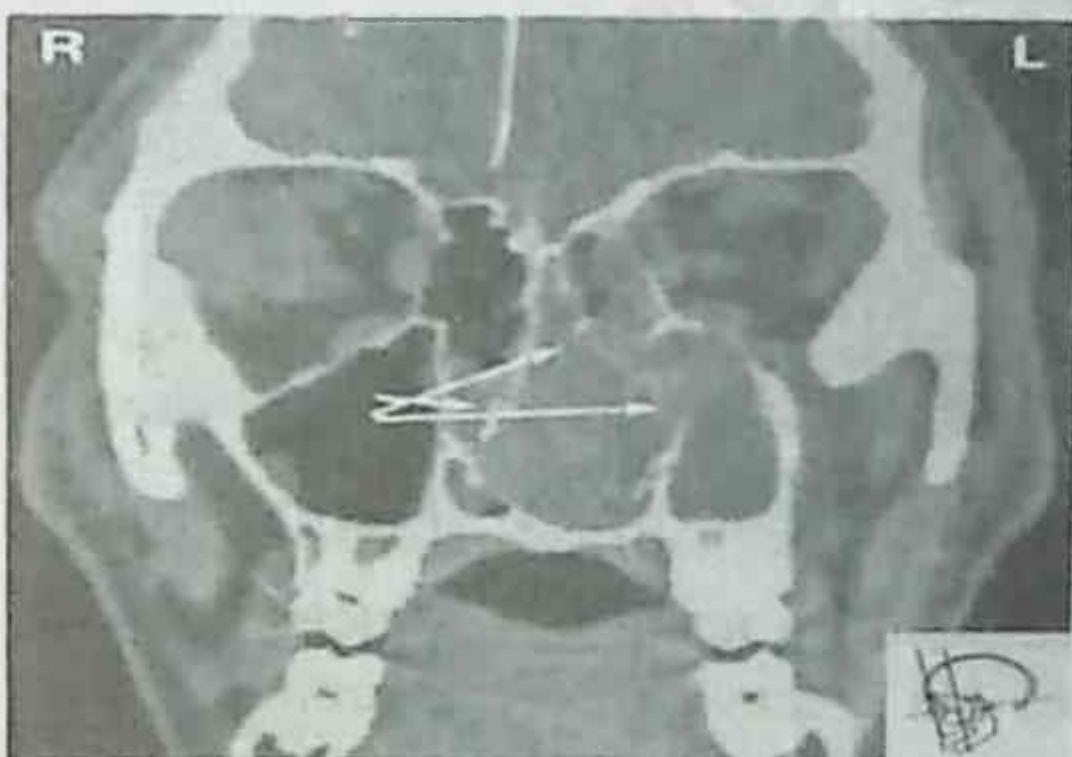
КТ – объемное образование ПН слева с прорастанием в левую гайморовую и этмоидальную пазухи
